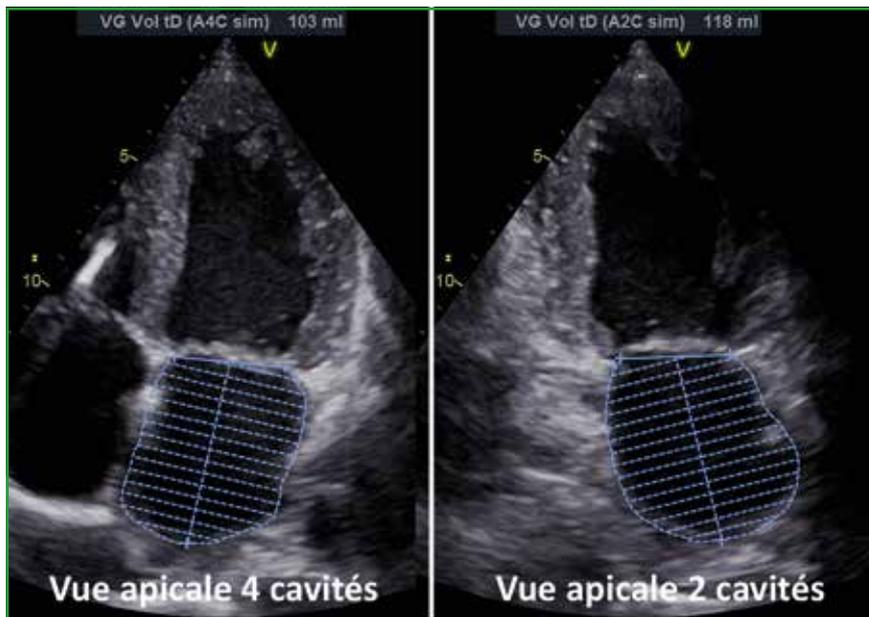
Mesure du volume de l'oreillette gauche en échocardiographie transthoracique.
